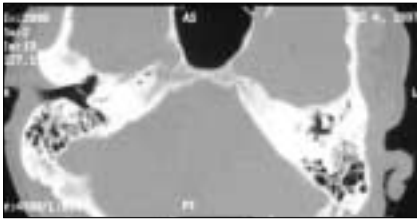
Darstellung einer Fraktur durch das Promontorium auf der rechten Seite. Das Lumen der Scala tympani apikal der Fraktur ist nach dem CT-Befund nicht tangiert.
